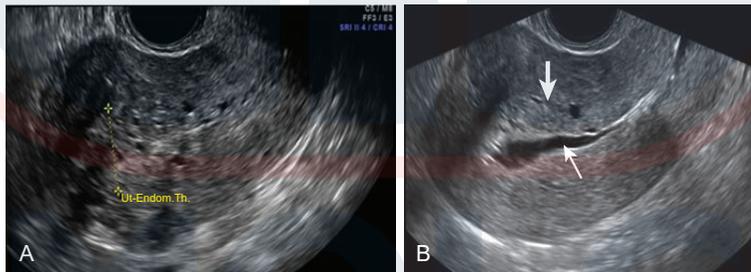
Vista longitudinal de un ultrasonido transvaginal del útero en una paciente que toma tamoxifeno y presenta hemorragia postmenopáusica. (A) Demostración de un grosor de endometrio indistinto (*Ut-Endom.Th*) con cambios quísticos marcados. (B) La sonohisterografía muestra que el cambio quístico es subendometrial (*flecha gruesa*), la cavidad endometrial no presenta defectos de llenado y el eco endometrial es delgado (*flecha delgada*).
